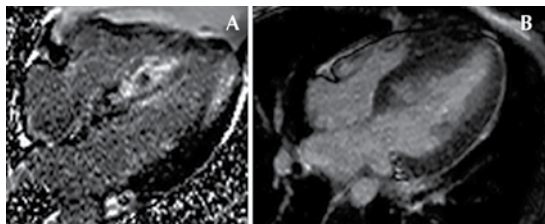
Recuperación-inversión de resonancia magnética cardíaca. A) Paciente de 24 años con miocardiopatía hipertrófica, muerte súbita abortada, extenso reforzamiento tardío en el septum y la pared. B) Paciente con reforzamiento tardío localizado solo en el septum basal y medio, sin eventos reportados. Ambos pacientes presentaron miocardiopatía hipertrófica obstructiva por ecocardiograma.
